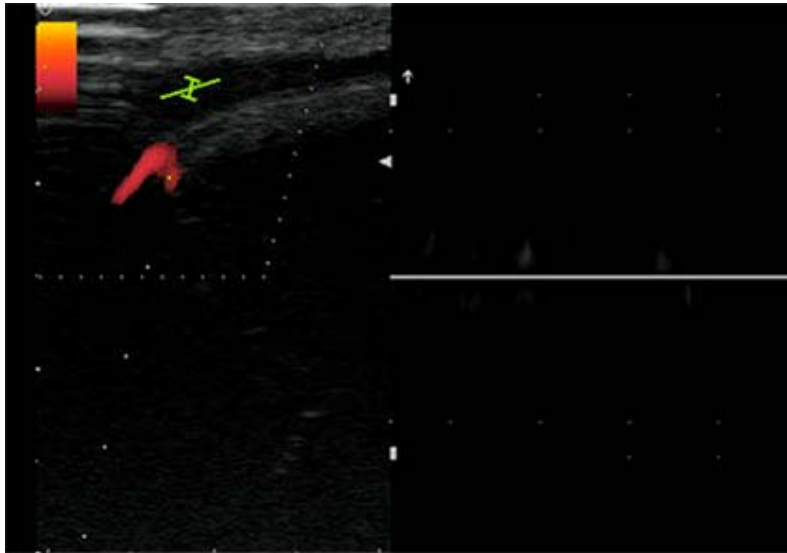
Ultrasonido doppler-color peniano que confirma ausencia de flujo sanguíneo, a través de la vena dorsal superficial.
